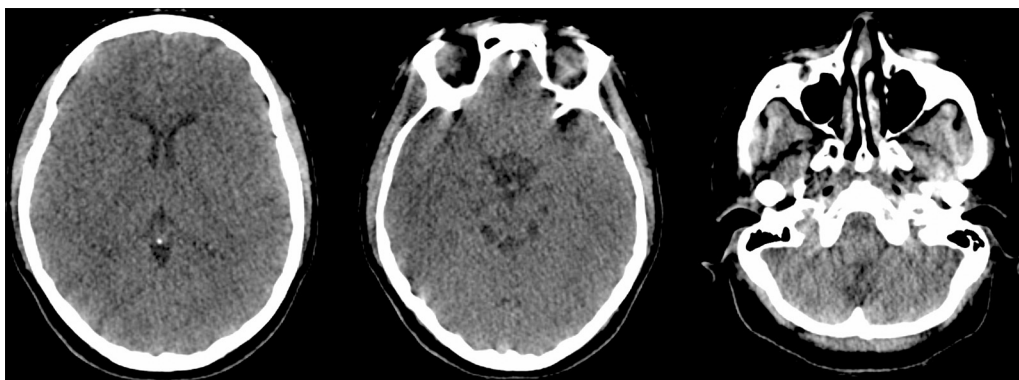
Imágenes de TAC de simulación.
